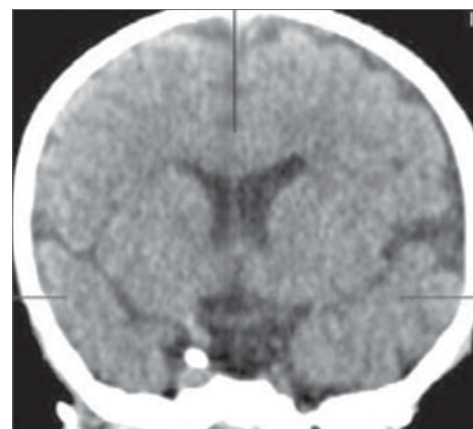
Компьютерная томограмма головного мозга больной К. в возрасте 5 лет: дисплазия левого полушария
